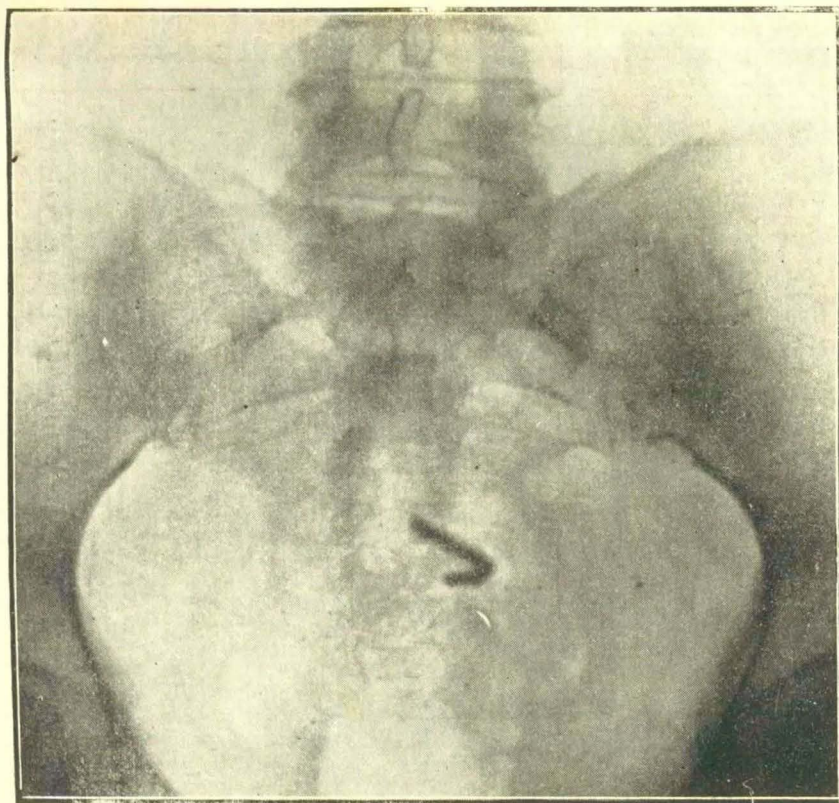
º 19.—Radiografía del tratamiento uterino de la misma enferma de la figura 18. La sombra de los tubos aparece muy reducida y en forma de media luna.
